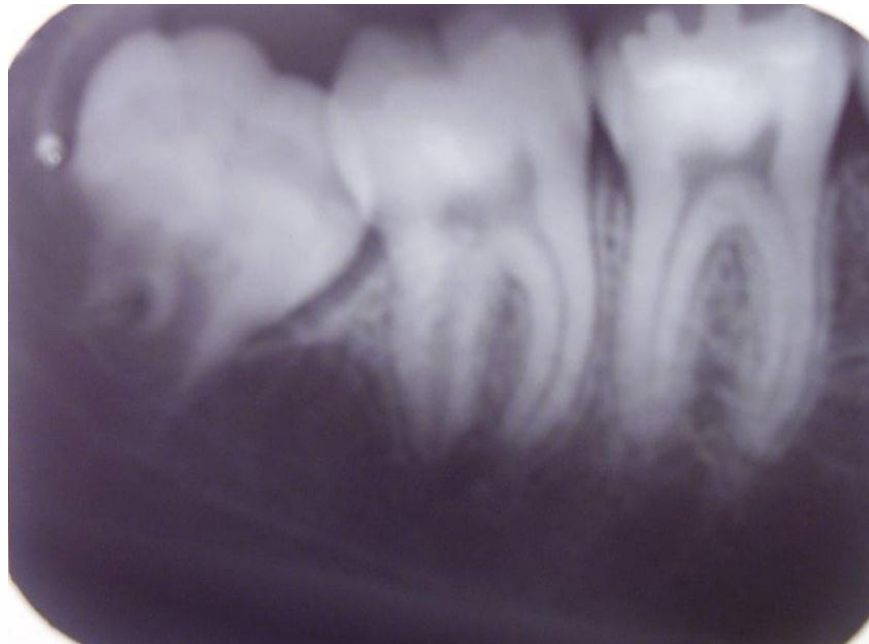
Radiografía pre-quirúrgica con la presencia del tercer molar inferior retenido
